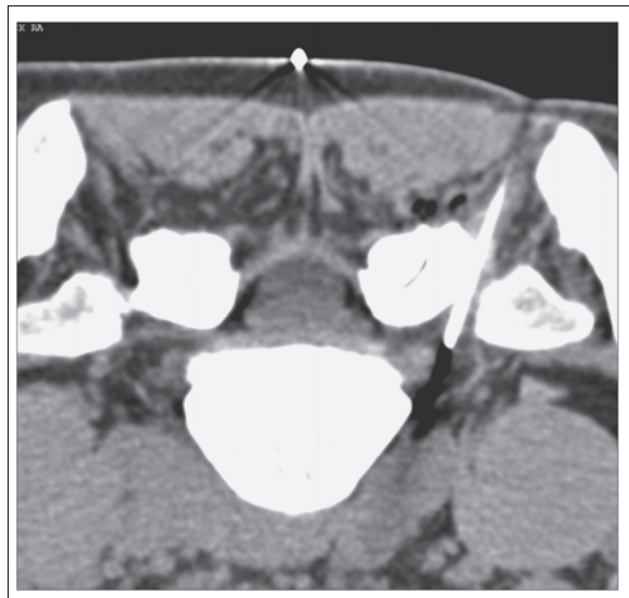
CT-gezielte Nervenwurzelinfiltration
